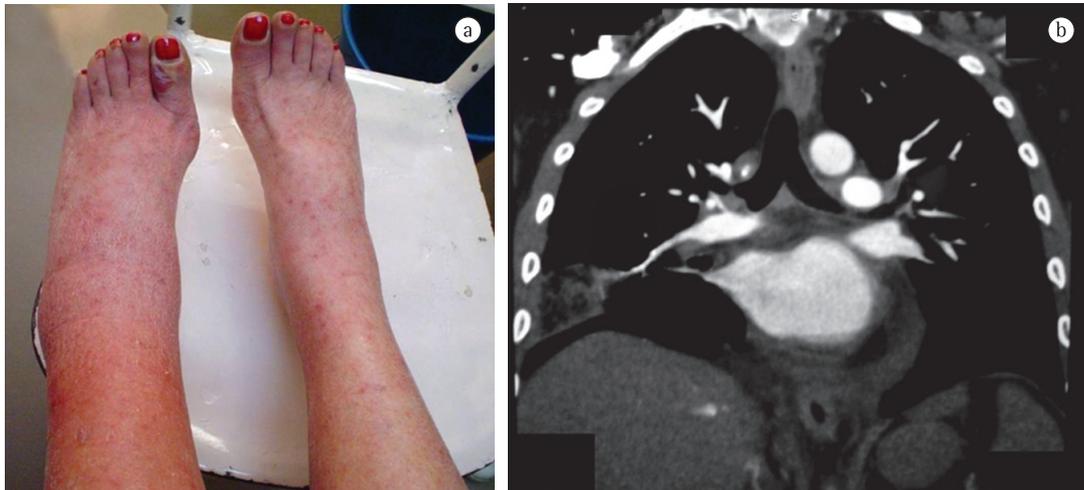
Em a, fotografia mostrando edema de perna esquerda e púrpura palpável em ambas as pernas. Em b, angiografia pulmonar por TC revelando embolia pulmonar (seta) e consolidação pulmonar com base na pleura e em formato similar ao cuneiforme (compatível com infarto pulmonar devido a embolia pulmonar).
